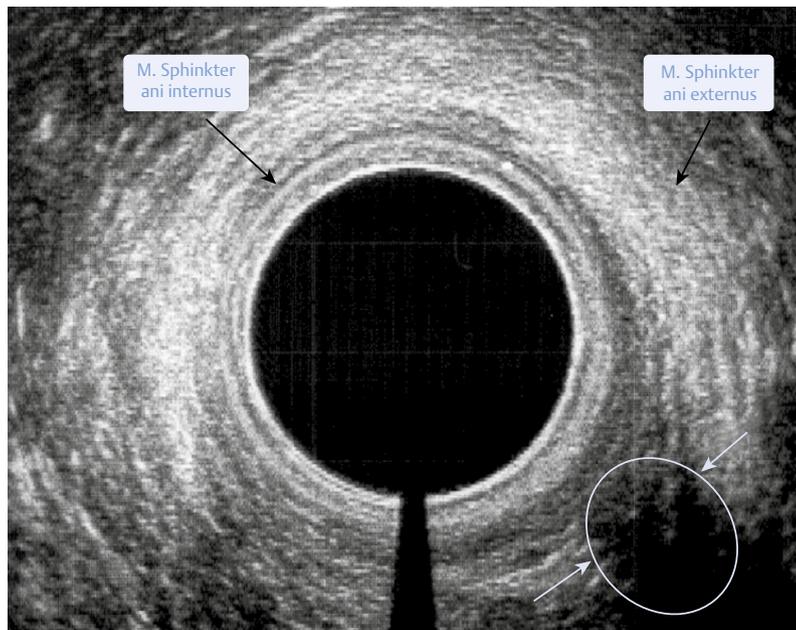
Die anale Endosonografie zeigt einen Defekt im ventralen Anteil des M. sphinkter ani externus.
